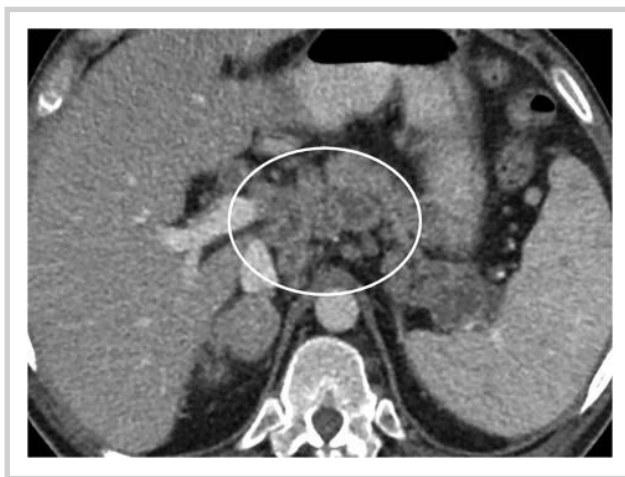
КТ органов брюшной полости в аксиальной плоскости.
